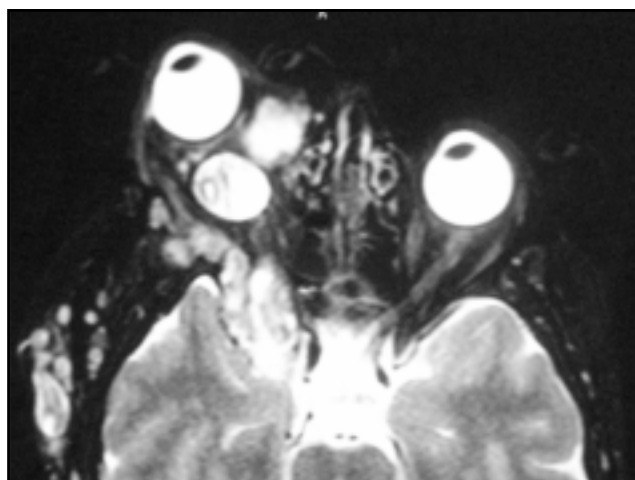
IRM en T2. Corte axial donde se observan neurofibromas intra y extraorbitarios.
